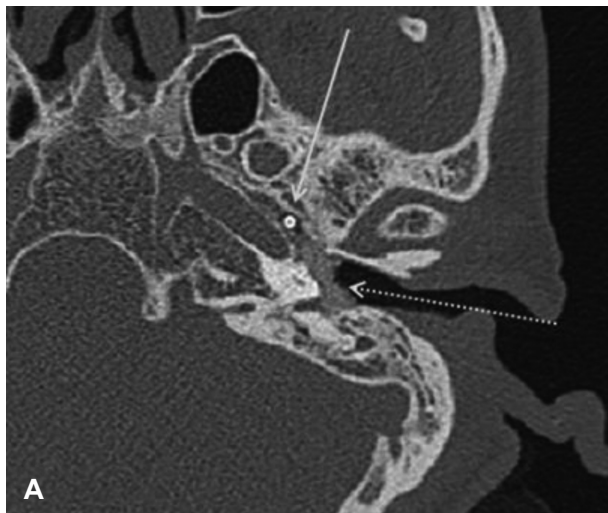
The preoperative temporal bone CT (TBCT) shows a ring-shaped metallic foreign body in the eustachian tube (full line arrow). Additionally, the middle ear cavity was filled with relatively high attenuated material (dotted line arrow) (A). Postoperative TBCT shows no metallic foreign body in the eustachian tube. Whitish material in the EAC posterior area (white arrow) is the penrose drain inserted at the operation site (B).
